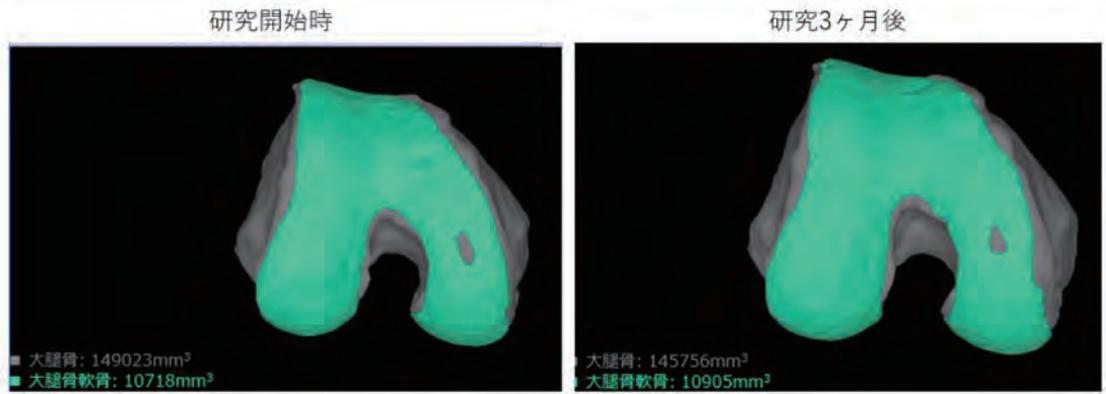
51歳女性, 研究開始時, 3ヶ月後のMRI評価
